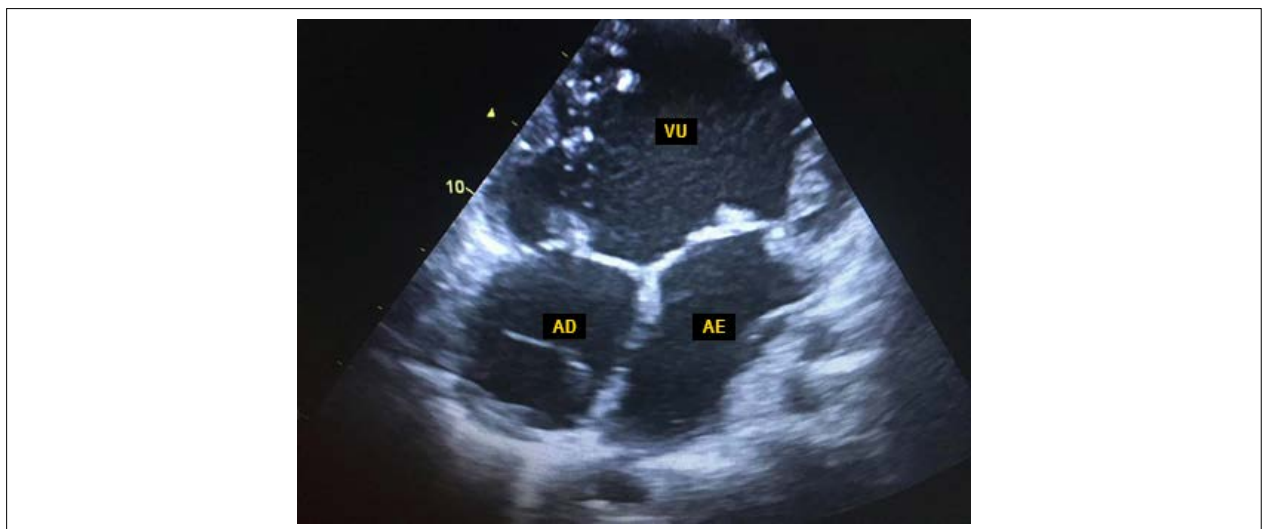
Ecocardiografia transtorácica: incidência apical, demonstrando ventrículo único e nenhuma evidência de tecido septal interventricular registrada. 254x190mm (96x96 DPI).
